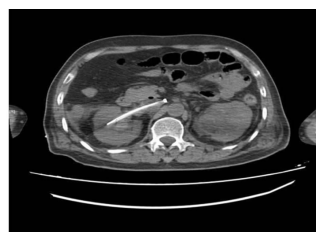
术后腹部 CT 示肾造瘘管位于下腔静脉内
